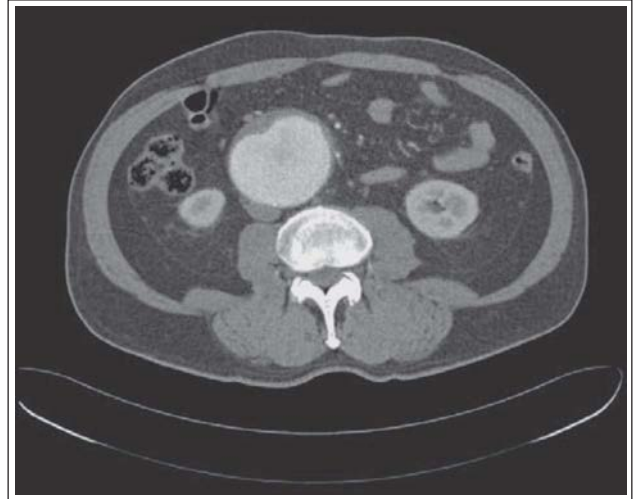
CT-Scan mit Kontrastmittelinjektion: Voluminöses abdominelles Aortenaneurysma mit einem muralen Thrombus.
